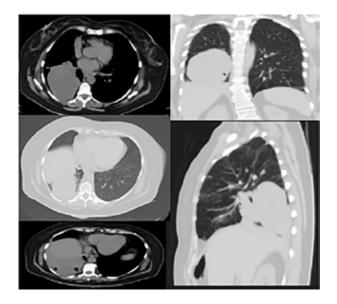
Tomografía axial computarizada, se observa lesión de tejido blando ovalada de contorno parcialmente definido con contacto pleural.
